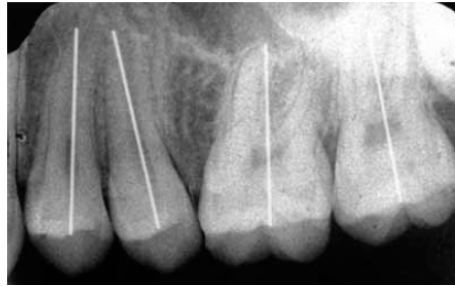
Periapical para visualização da angulação das raízes.
